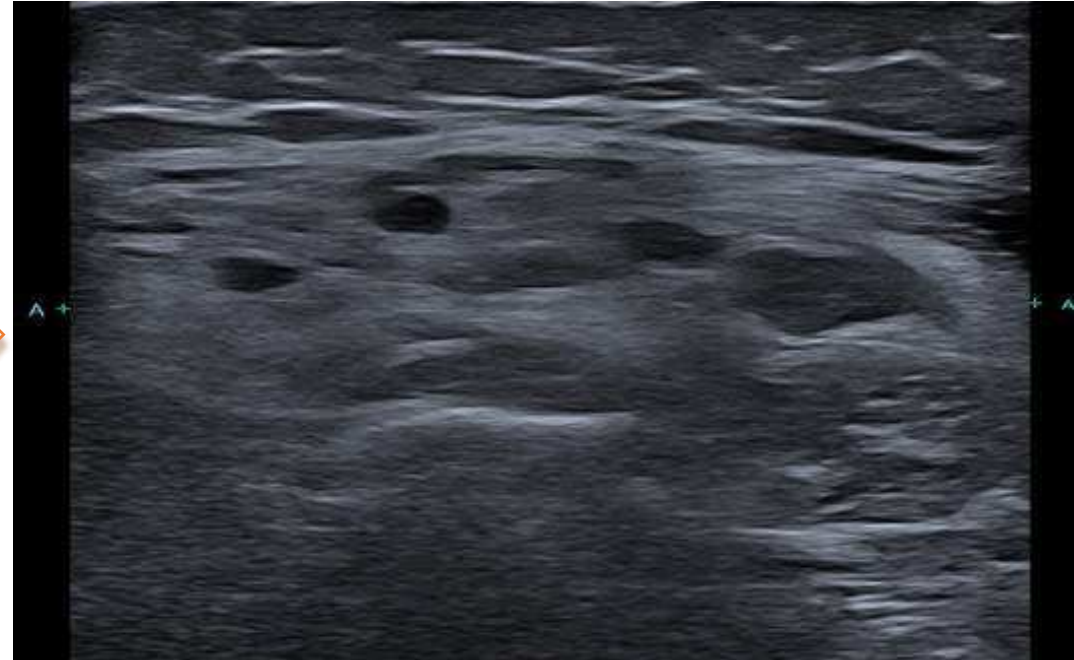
Imagen de ecografía realizada donde se evidencia lesión en el espesor del gemelo externo de aspecto heterogéneo con áreas hiperecoicas y otras imágenes tubulares y redondeadas sugestivo de estructuras vasculares.
